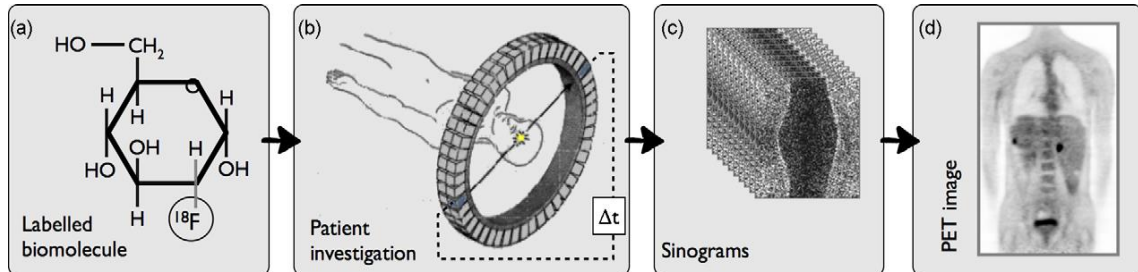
PET Prinzip am Beispiel von ^{18}F -FDG (Lonsdale und Beyer, 2010): (a) ^{18}F -FDG (b) nach Tracergabe werden Koinzidenzen durch Detektor registriert (c) Messdatenspeicherung mittels Sinogramm (d) nach Rekonstruktionsalgorithmus errechnete PET-Bilder.
